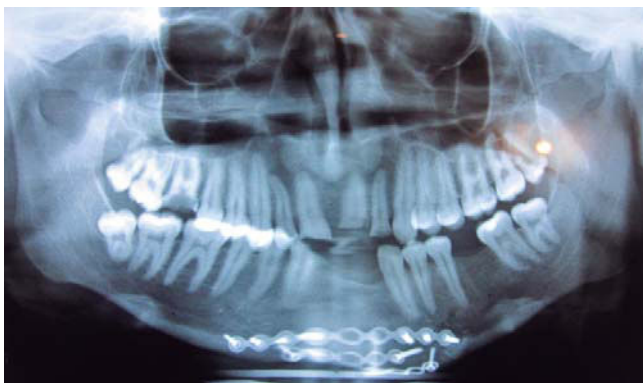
Radiografía panorámica inicial. Placas y tornillos a nivel de borde basal mandibular.
